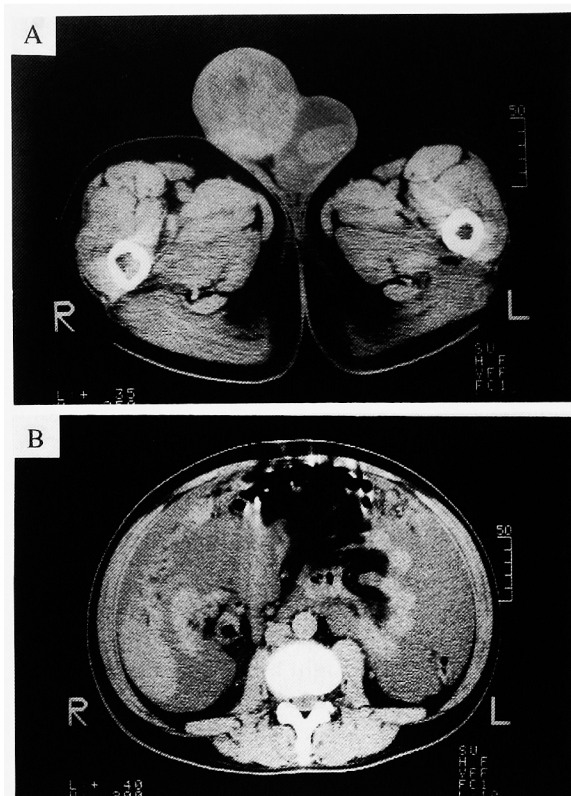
CT scan showed right testicular mass and left scrotal hydrocele (A). There was excessive ascites but no distant metastases was confirmed (B).
